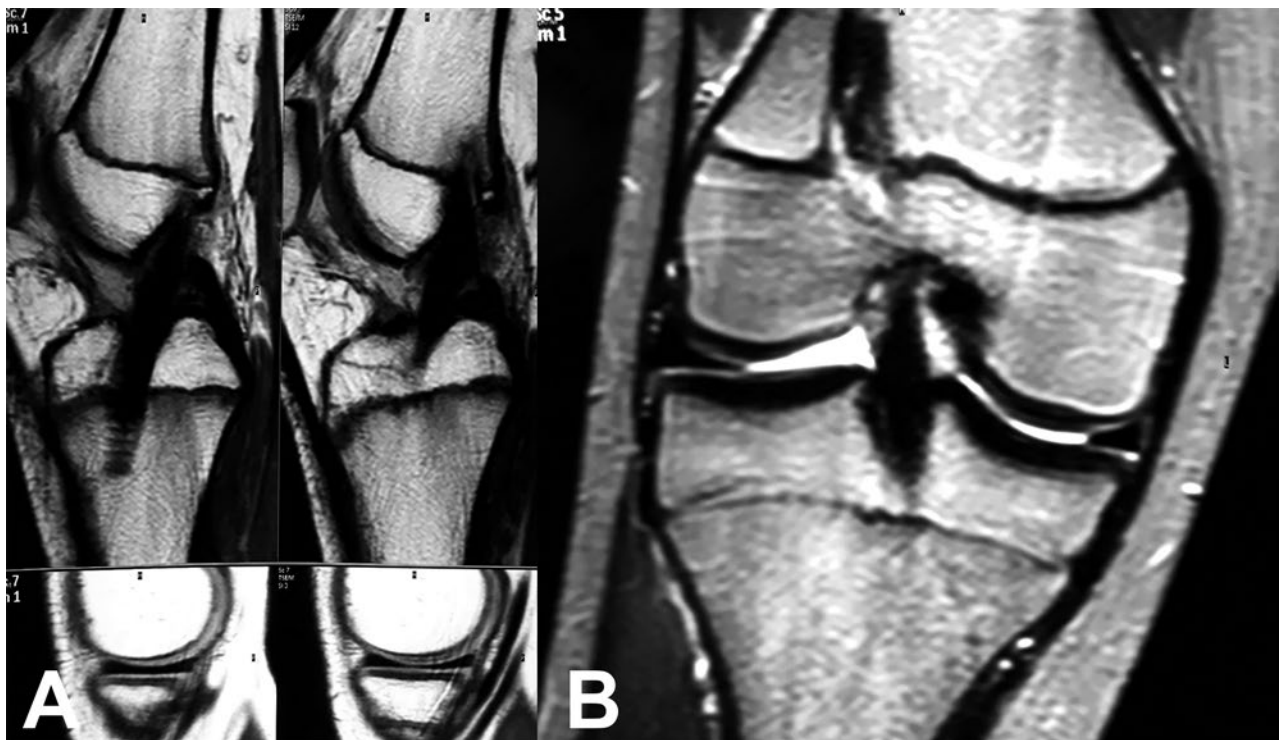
RM de rodilla a un año de evolución.
